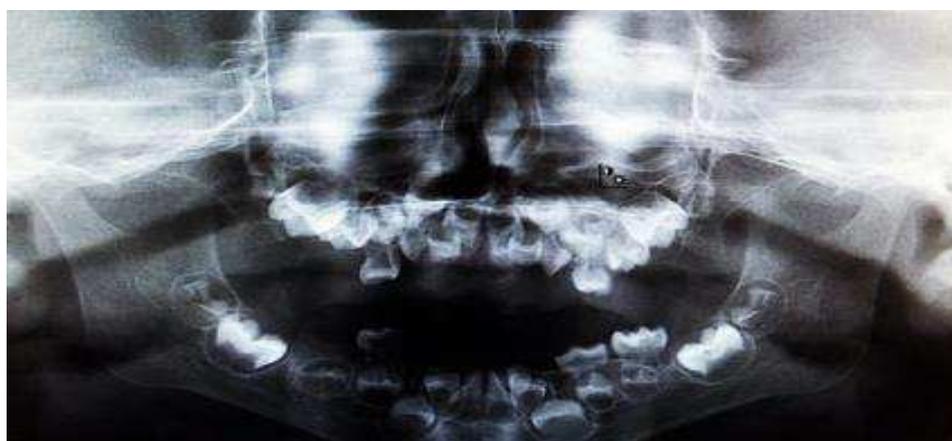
Radiografia panorâmica para observar condição óssea e formação de germes de dentes permanentes.
